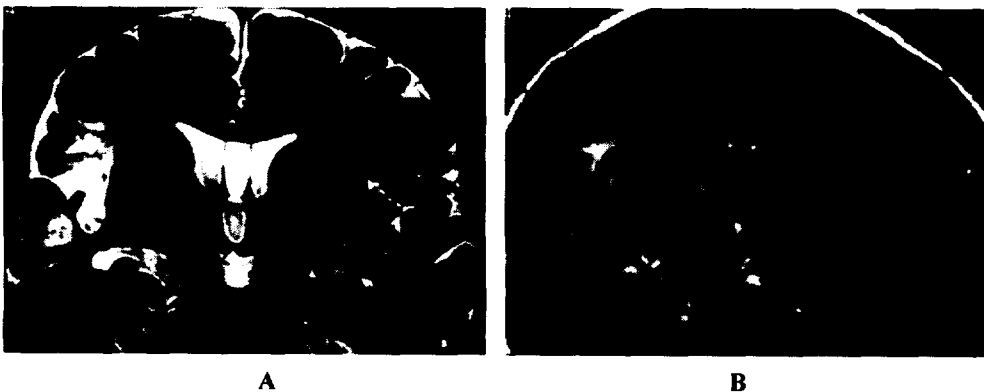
Coronal T2-weighted fast spine-echo MR image(A) and FLAIR MR image(B) shows atrophy of right hippocampus. There are no sinal changes in hippocampus. MR images also show atrophy of right temporal lobe and focal encephalomalatic change in right superior temporal gyrus arround Sylvian fissure.
